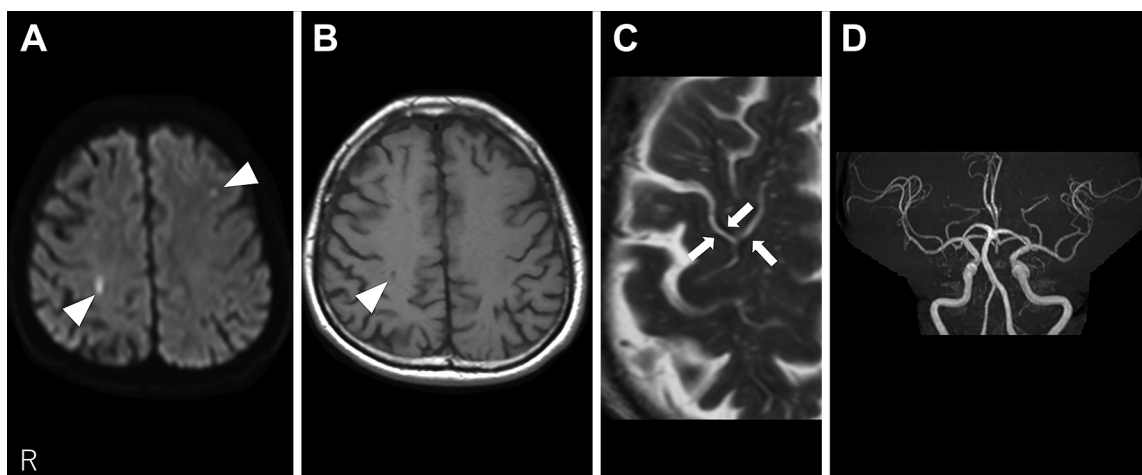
Brain MRI findings at the first episode of migratory left-sided paresthesia.
